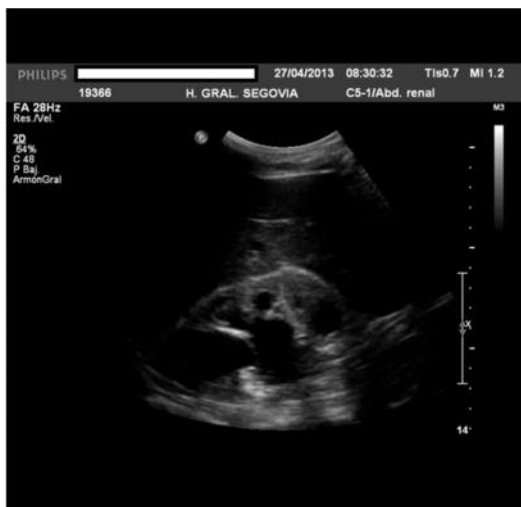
Ecografía abdominal: ureterohidronefrosis grado IV
